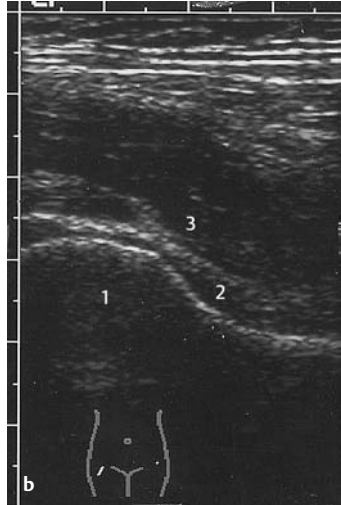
u. b Sonographie der Hüfte: Ventraler Längsschnitt. a Schnittebene, b Normalbefund. 1 = Caput femoris, 2 = Gelenkkapsel, 3 = M. iliopsoas
